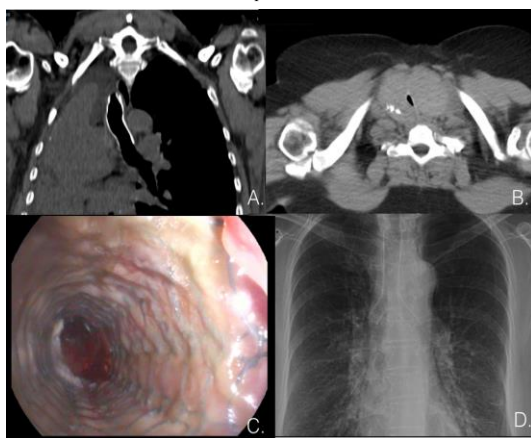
A) Caso 6, carcinoma broncogénico que atelectasiaba por completo el pulmón derecho, protruyendo la luz traqueal distal, optándose por colocar un largo *stent* metálico de 18 x 60 mm a modo de J para preservar la ventilación del pulmón izquierdo. B) Gran bocio multinodular endotorácico, caso 12, comprimiendo críticamente la luz traqueal en un corte de TC. C) *Stent* traqueal justo antes de su retirada tras la resección del bocio por cirugía 26 días después en el caso 12. D) Caso 8, *stent* híbrido en Y, por extensa afectación tráqueo-bronquial en un carcinoma adenoide quístico
